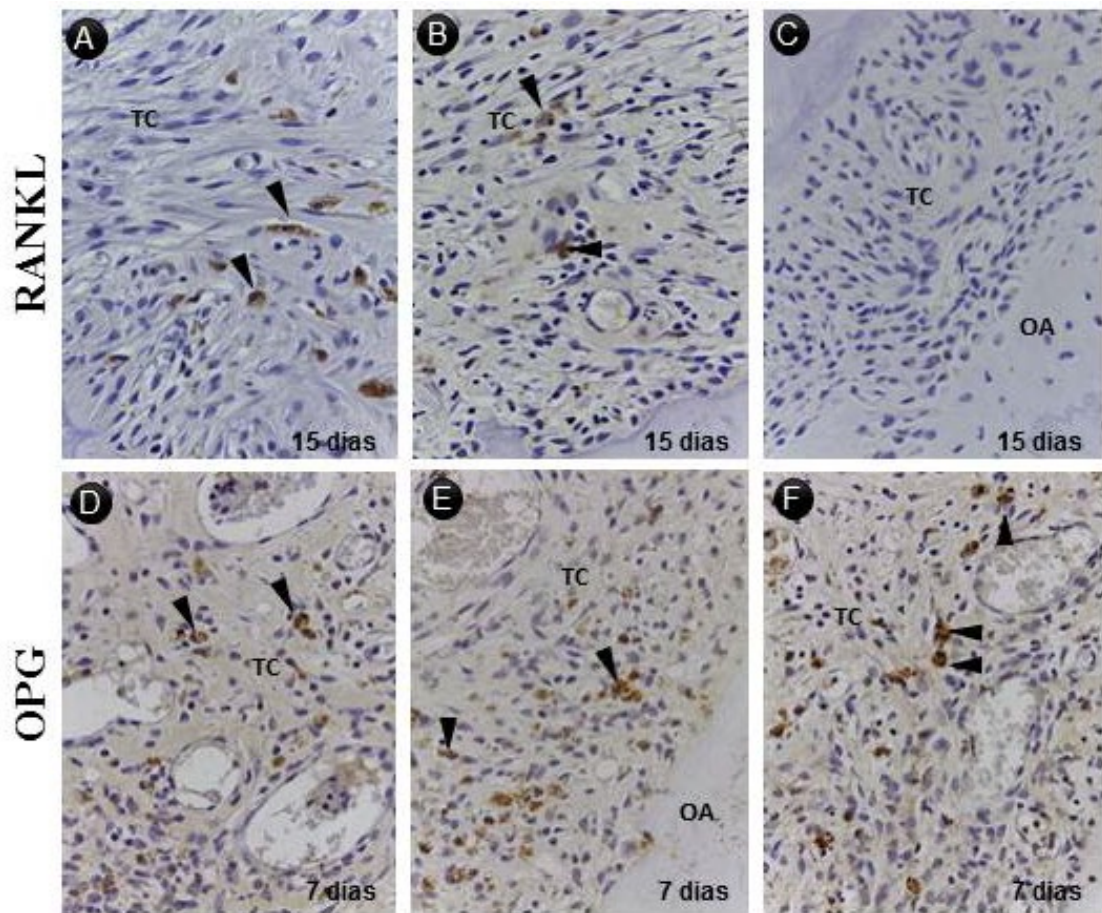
Fotomicrografias mostrando a marcação imunológica para RANKL nos grupos RAR (A), CAM (B) e TAN (C) 15 dias após tratamentos e fotomicrografias mostrando a marcação imunológica para OPG nos grupos RAR (D), CAM (E) e TAN (F) 7 dias após os tratamentos. Abreviações: OA - osso alveolar; TC – tecido conjuntivo; CAM – camomila, TAN – Tansagem, RAR – raspagem e alisamento radicular. Contracoloração com hematoxilina; 400x.
